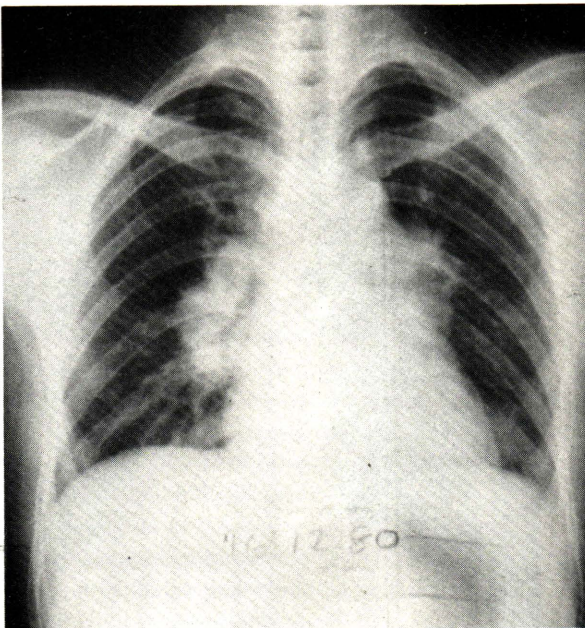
Chest radiographs taken on December 16, 1980 (appearing identical to the film taken on Dec. 9) showing bilateral hilar lymphadenopathy and possibly increased lung marking in both lower zones.
